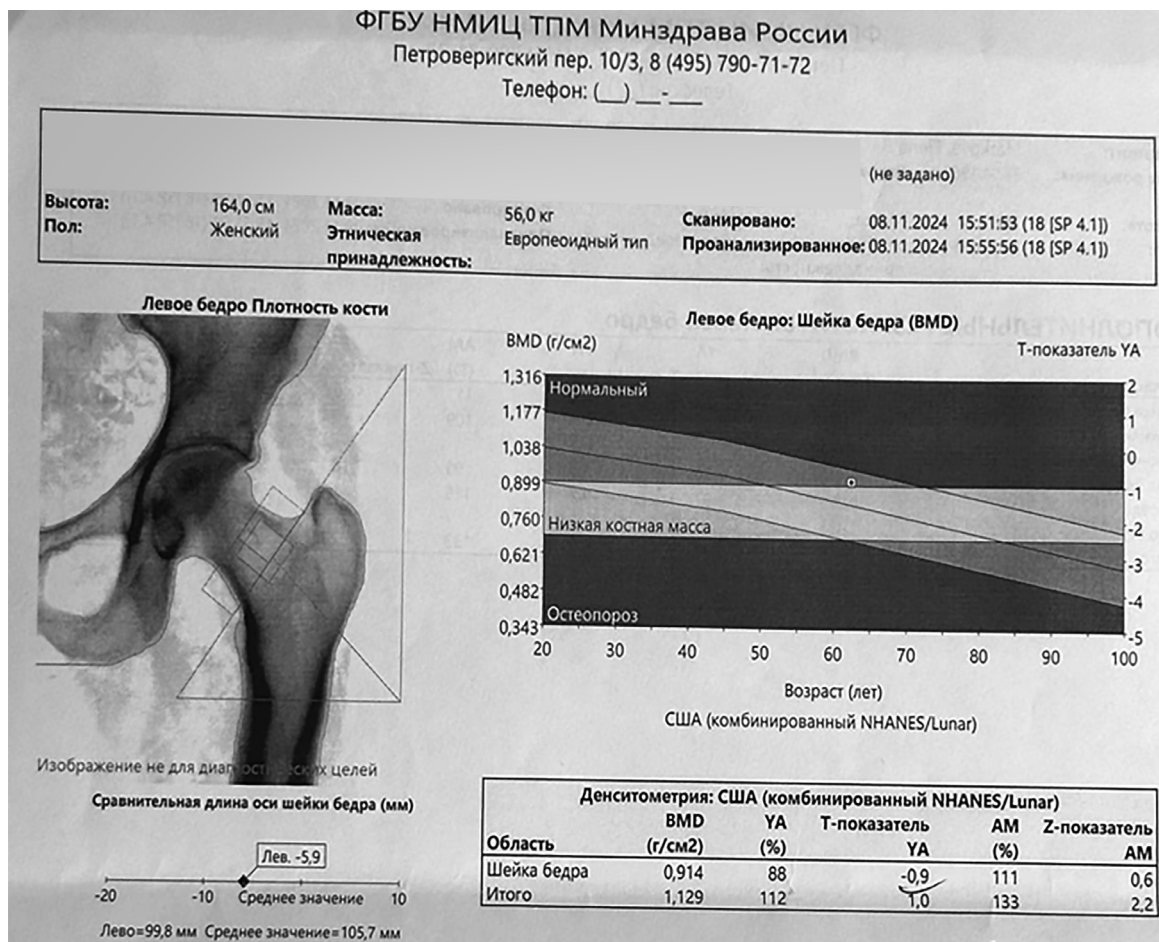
Результат двухэнергетической рентгеновской денситометрии в 2024 году (возраст пациентки на момент исследования — 62 года).
